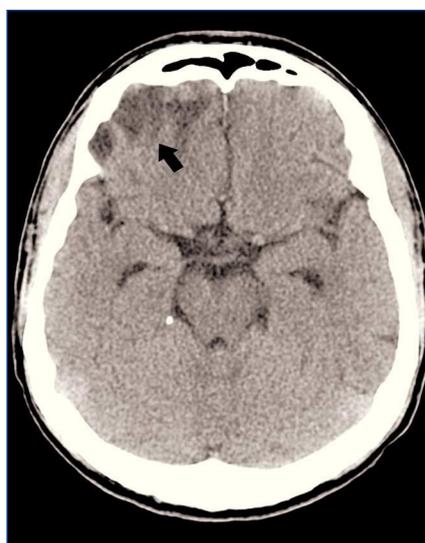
Tomografía axial computarizada cerebral simple, control. Se observa área hipodensa en relación con área malácica en región frontal, en sitio de lesión previa hemorrágica. Resolución de las demás lesiones supra e infratentoriales.
